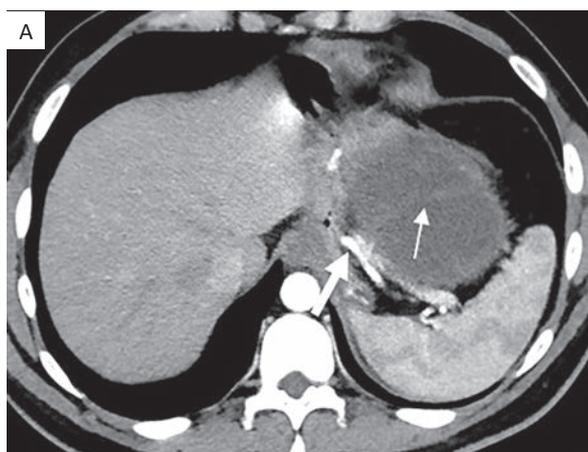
Аксиальные компьютерные томограммы абдоминальной области с в/в контрастированием (артериальная фаза) пациента А. 26 лет: в левой половине эпимезогастральной области — крупное инкапсулированное кистозное новообразование с четкими, ровными контурами и несколько неоднородной жидкостной структурой за счет немногочисленных тонких внутренних перегородок (тонкие стрелки.) Толстыми стрелками отмечено оттеснение желудка вправо и тесное прилегание к опухоли селезеночных сосудов (А), чревный ствол и верхнебрыжеечная артерия также были оттеснены вправо (В), левая почка сдавлена, ее сосуды распластаны по заднему контуру опухоли (С)
